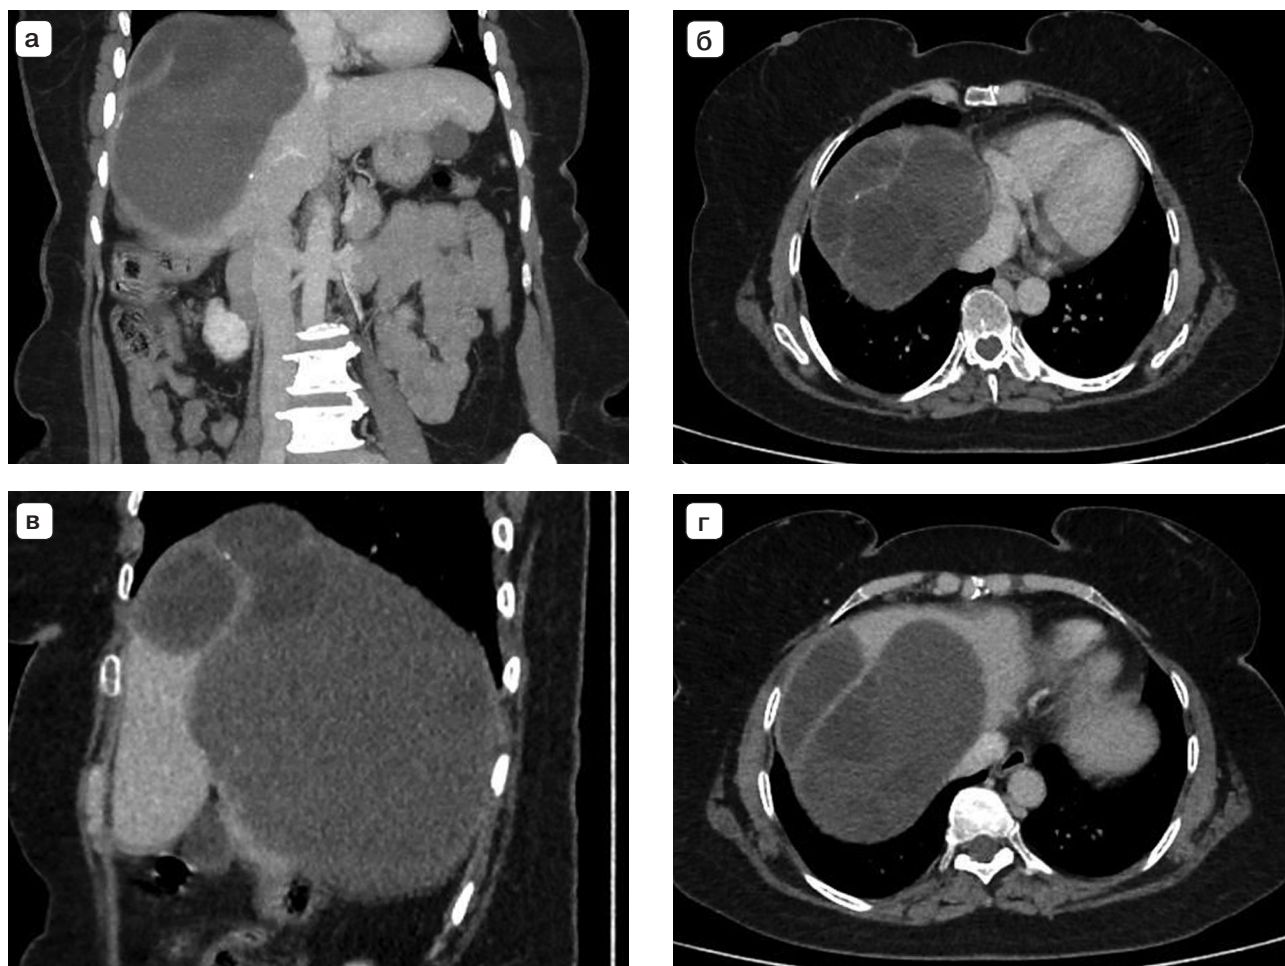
Компьютерные томограммы. Эхинококкоз печени. Эффект «маскировки» – тесное прилегание гигантской эхинококковой кисты к другой кисте: а – фронтальная проекция, видна одна паразитарная киста; б – аксиальная проекция, также видна одна киста; в – сагиттальная проекция, видно несколько паразитарных кист; г – аксиальная проекция, тесное прилегание нескольких паразитарных кист.
